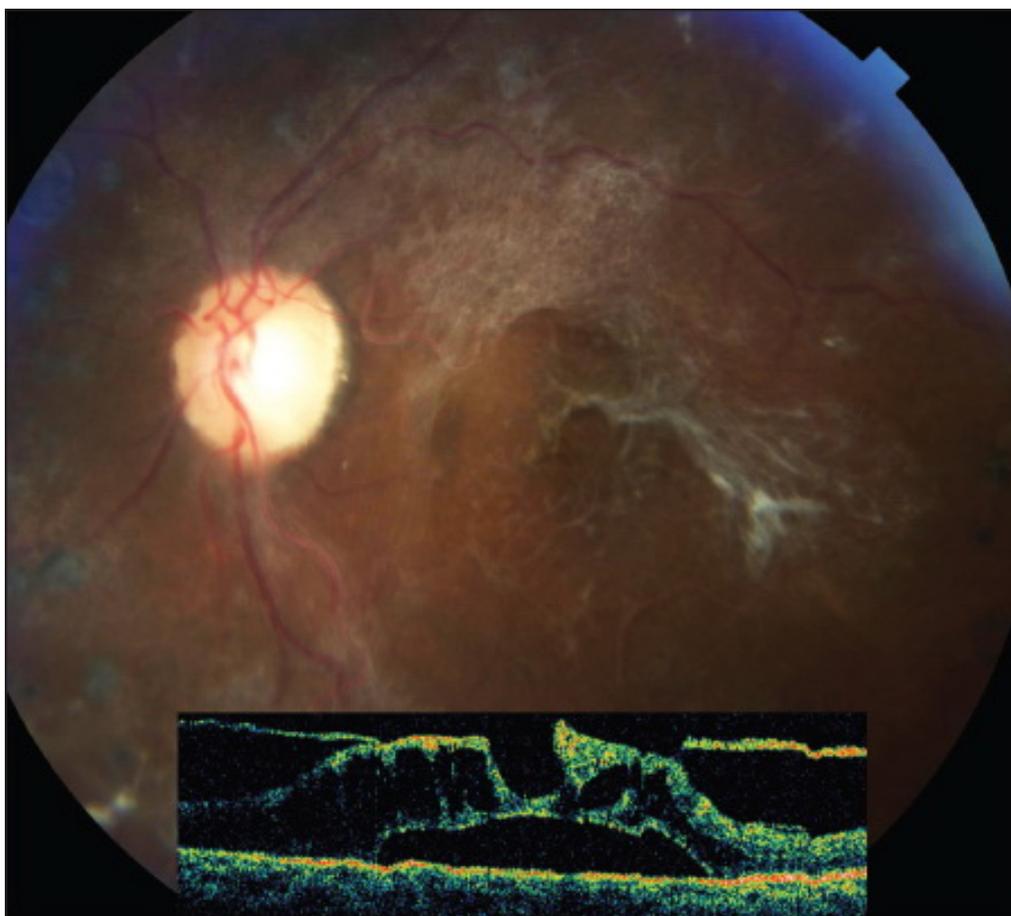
Тракционный макулярный отек. Фото глазного дна и оптическая когерентная томография демонстрируют плотные фиброзные мембраны в макуле.
